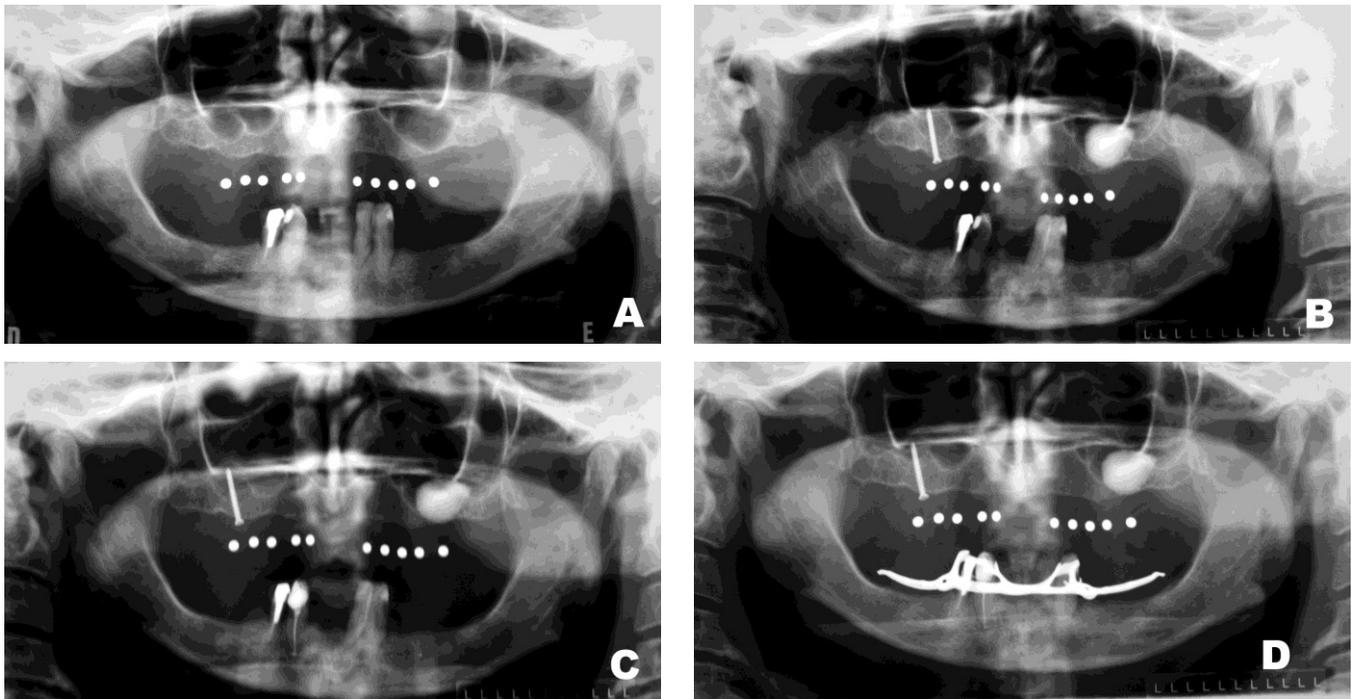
Radiografia panorâmica pré-operatória (A), 30 dias após o primeiro estágio cirúrgico (B), 120 dias após primeiro estágio cirúrgico(C) e 240 dias após o primeiro estágio cirúrgico(D).
